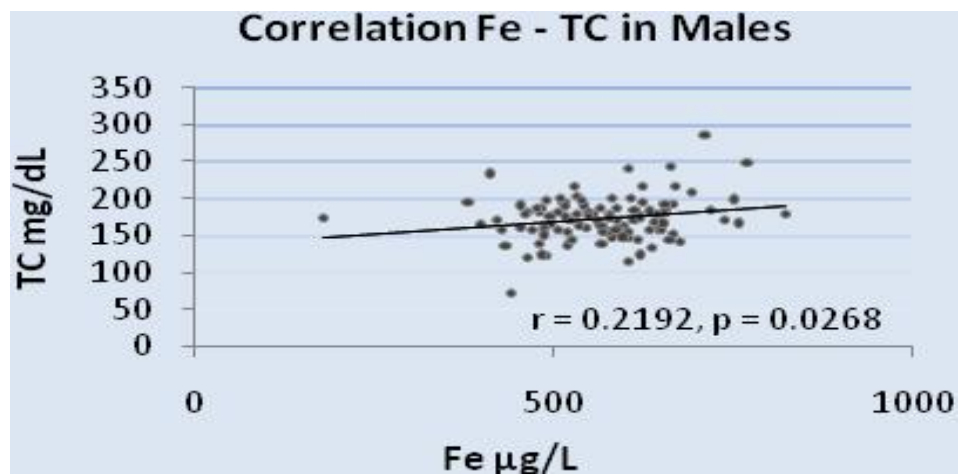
Correlazione Fe- TC ($r = 0.2192, p = 0.0268$) nei maschi
